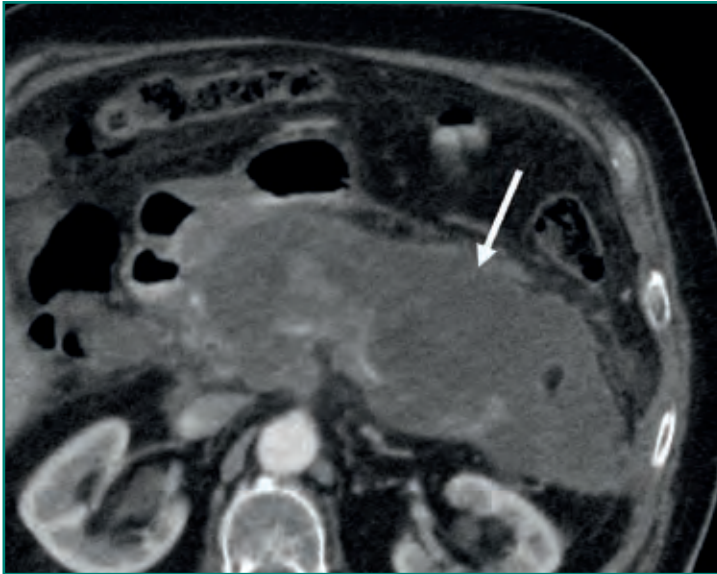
TC que demuestra una sustitución prácticamente completa del parénquima pancreático por colecciones de necrosis encapsulada.
